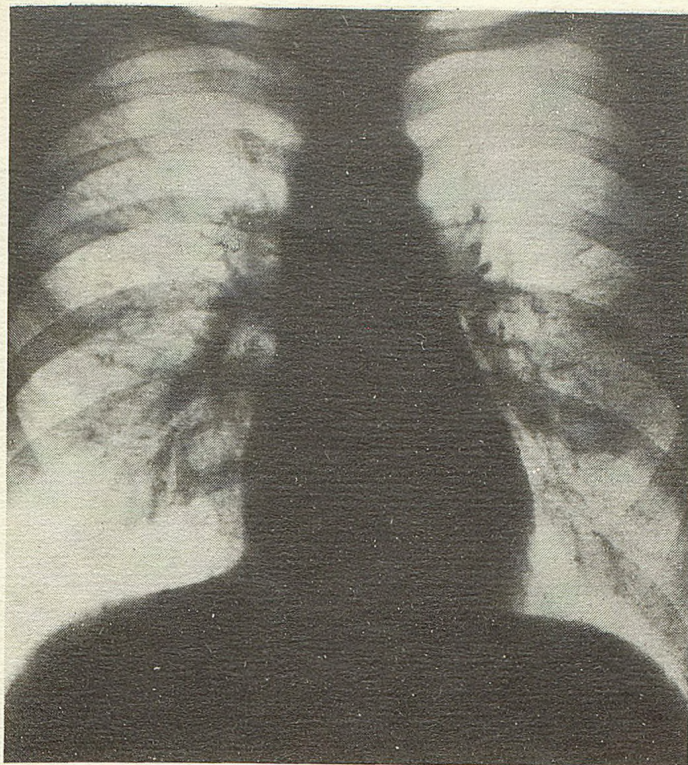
Рентгенограмма грудной клетки того же больного после курса специфической терапии.
